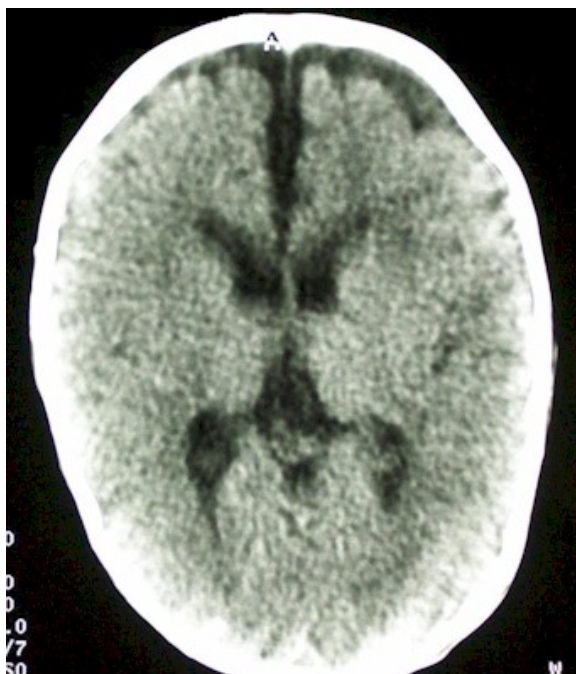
TC que revela higromas frontales bilaterales.
